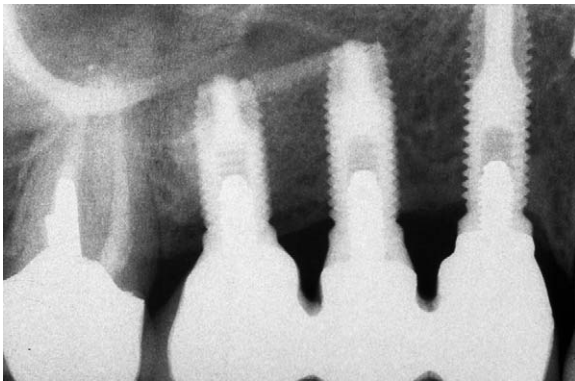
Radiographie de contrôle à trois ans.
